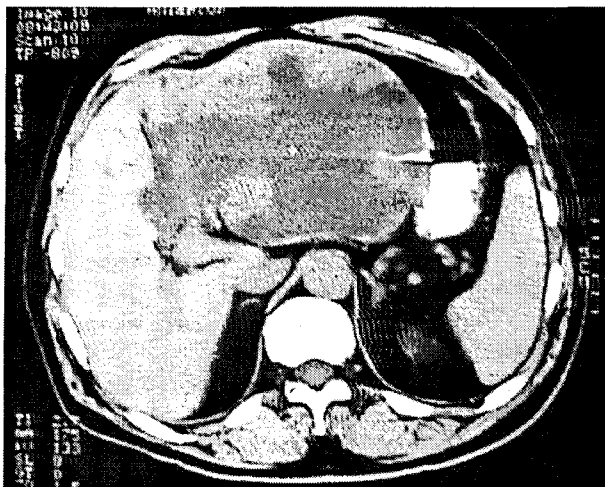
Colangiocarcinom periferic – TC.
